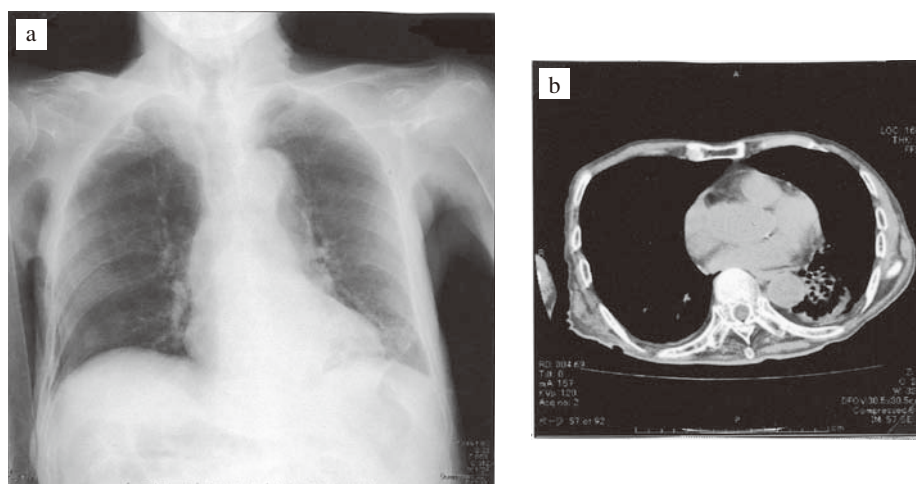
Chest X-ray findings on admission
